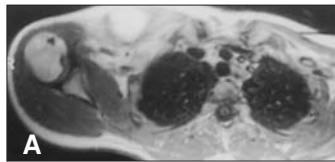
RM de tórax (T1 con gadolinio): hipercaptación en masa y edema perilesional.
